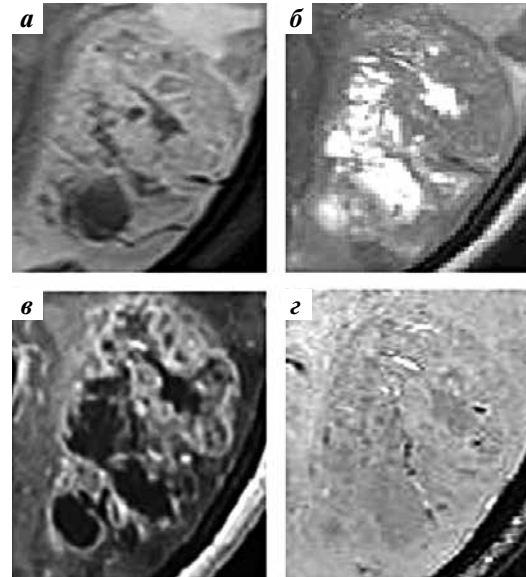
Магнитно-резонансная томография головного мозга. Анапластическая глиома, III степень злокачественности. Режимы: а — T2 FLAIR; б — T2; в — T1 с внутривенным контрастированием; г — SWI. Паттерн контрастирования схож с таковым при глиобластоме, но в данном случае имеются немногочисленные гипointенсивные включения — микрососуды в матриксе опухоли (ITSS 2)
